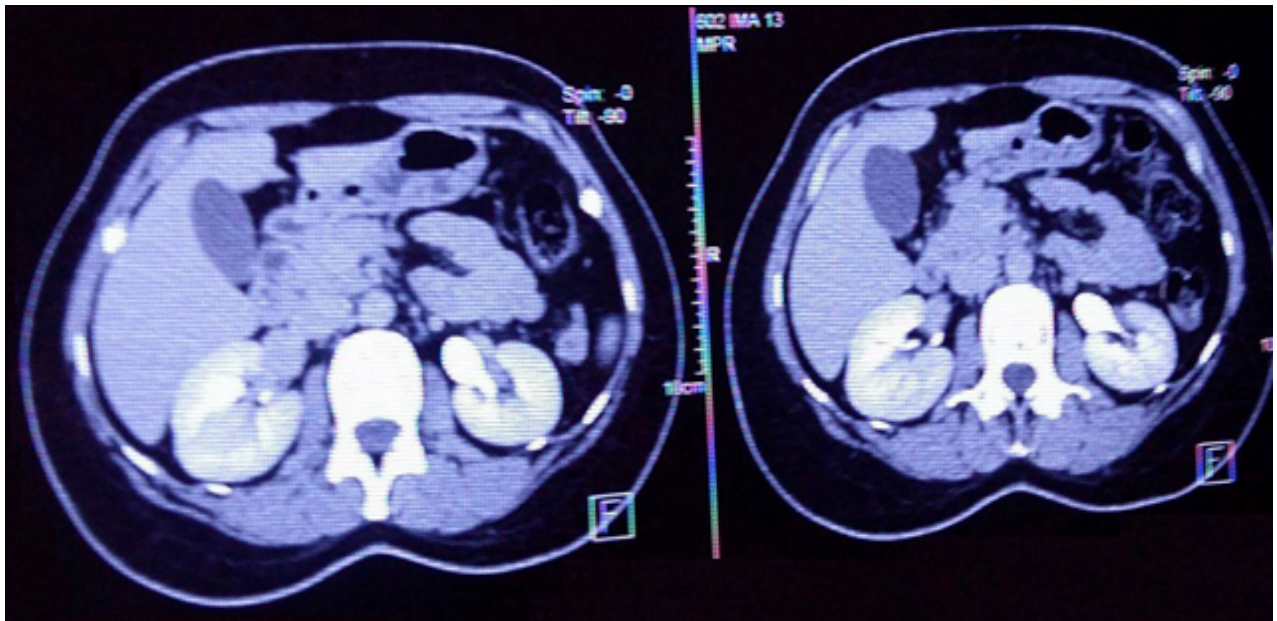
Une TDM surrénalienne qui montre un adénome surrénalien droit bien limité de 4cm qui ne se rehausse pas à l'injection du produit de contraste [notre série]
